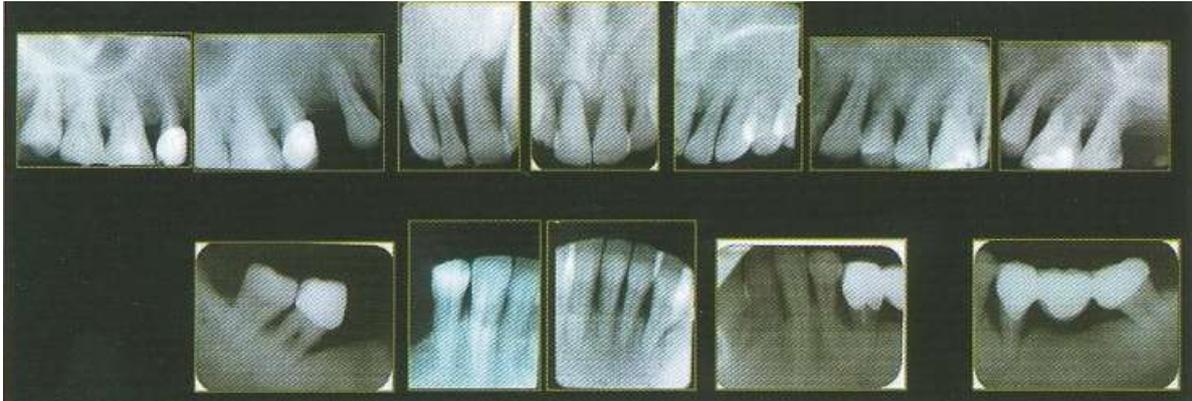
Radiographie rétro alvéolaire (33)
